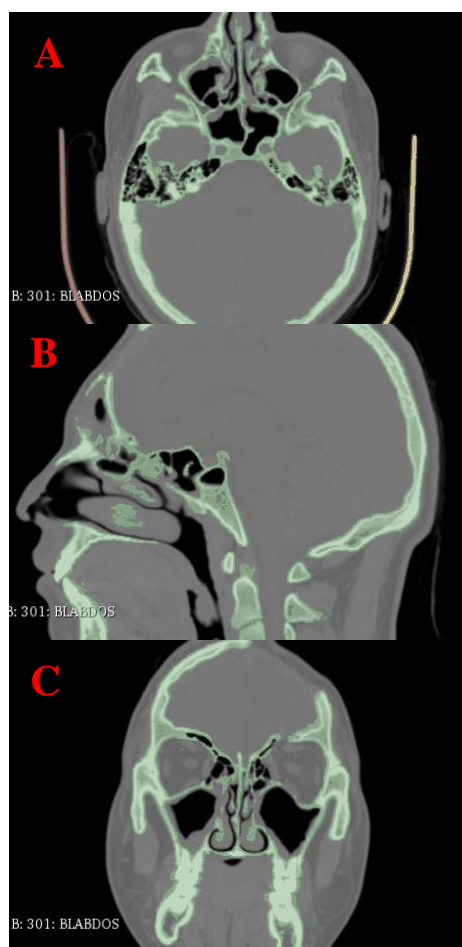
Tomografía Computarizada: Corte Axial (A), Corte Sagital (B), Corte Coronal (C). Fuente: elaboración propia.
